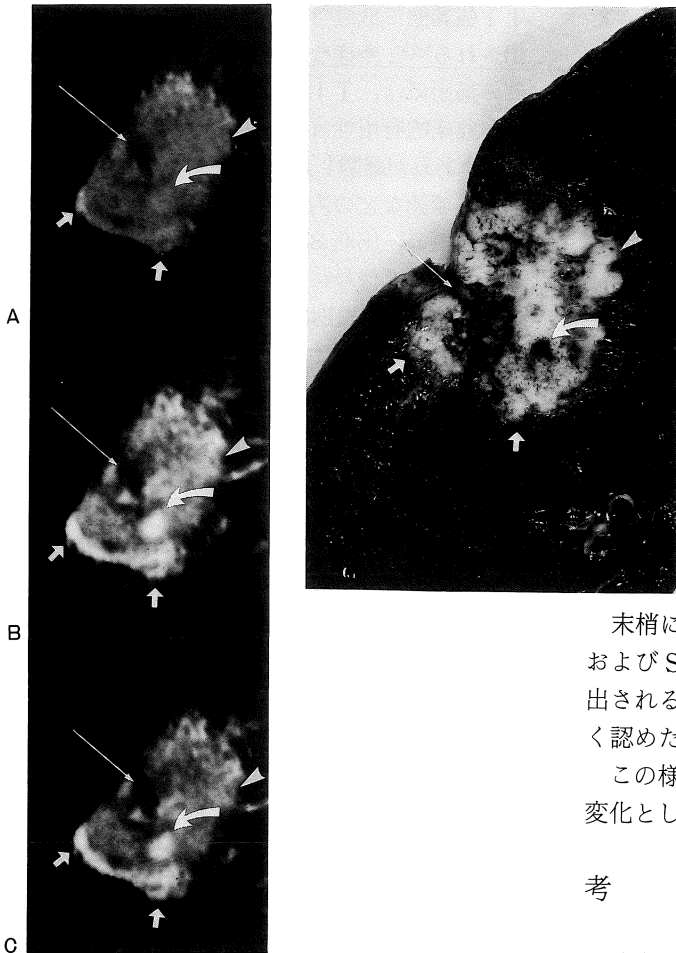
70才, 男性. 左下葉原発・扁平上皮癌例摘出肺のMRI
